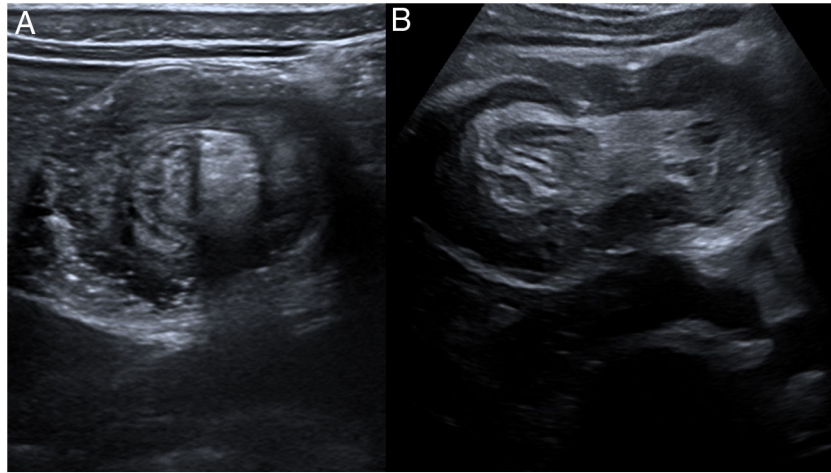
Ecografía. A) “Signo de la diana o el donut”: bandas concéntricas de diferente ecogenicidad, correspondientes al asa invaginada en el interior del asa invaginant en cortes axiales a las mismas. B) “Signo del pseudorriñón”: masa de apariencia reniforme en cortes longitudinales, con reborde hipoeecogénico y centro hipereecogénico correspondiente al meso del asa invaginada.
